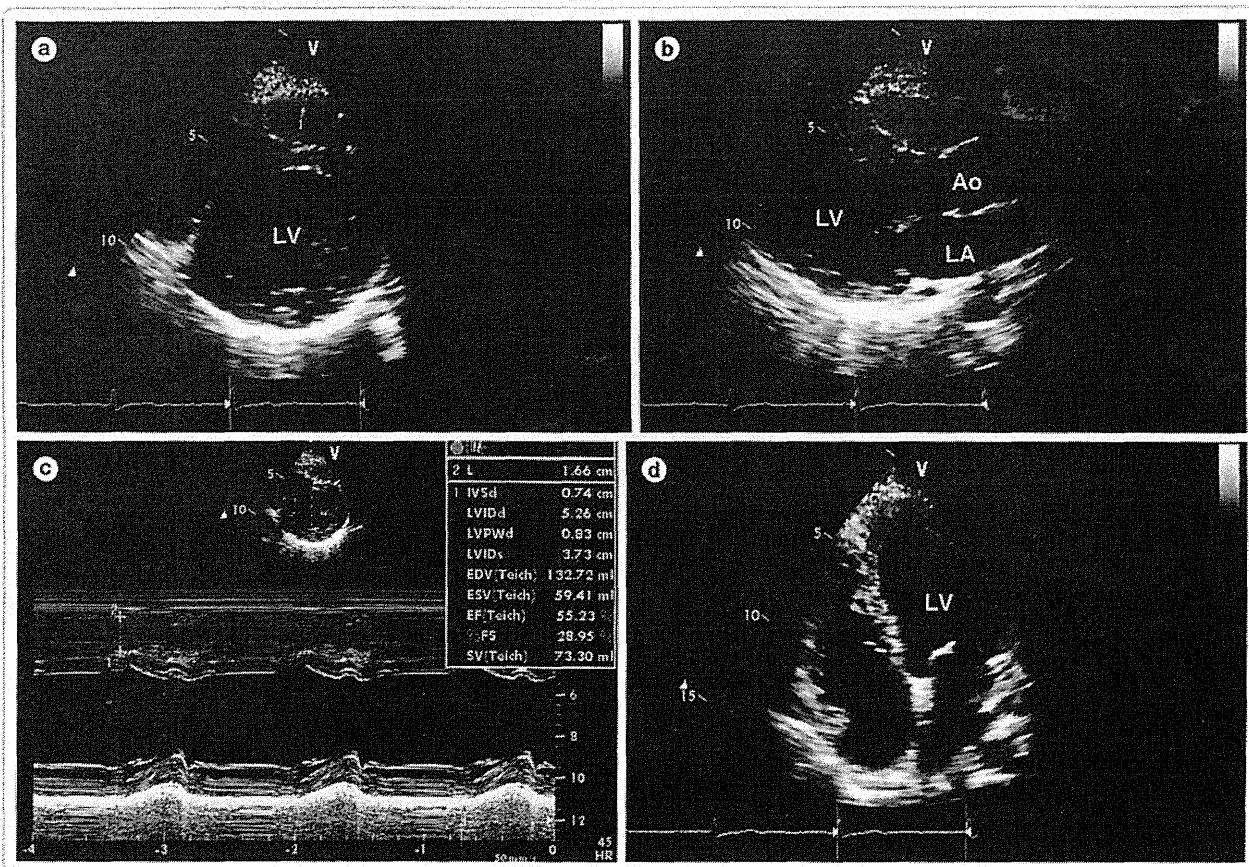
動画 図4の症例における1年後の心エコー図
